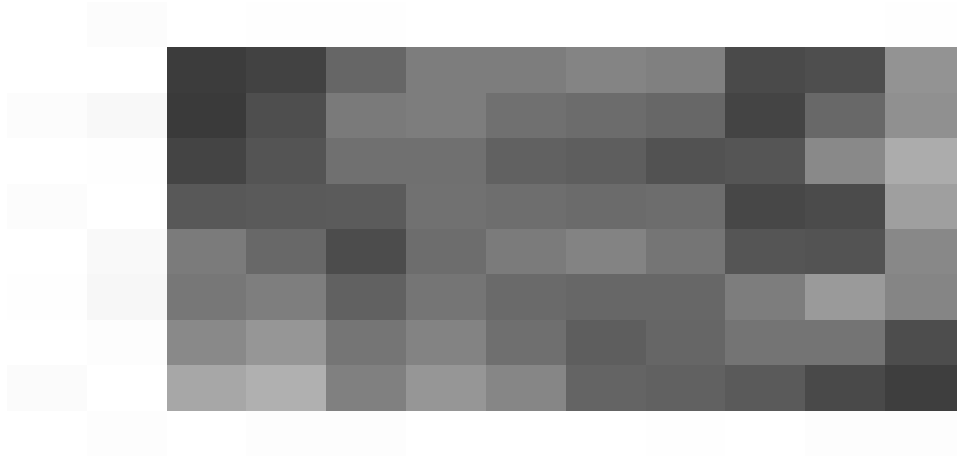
Imagem relacionada à matriz de CT
